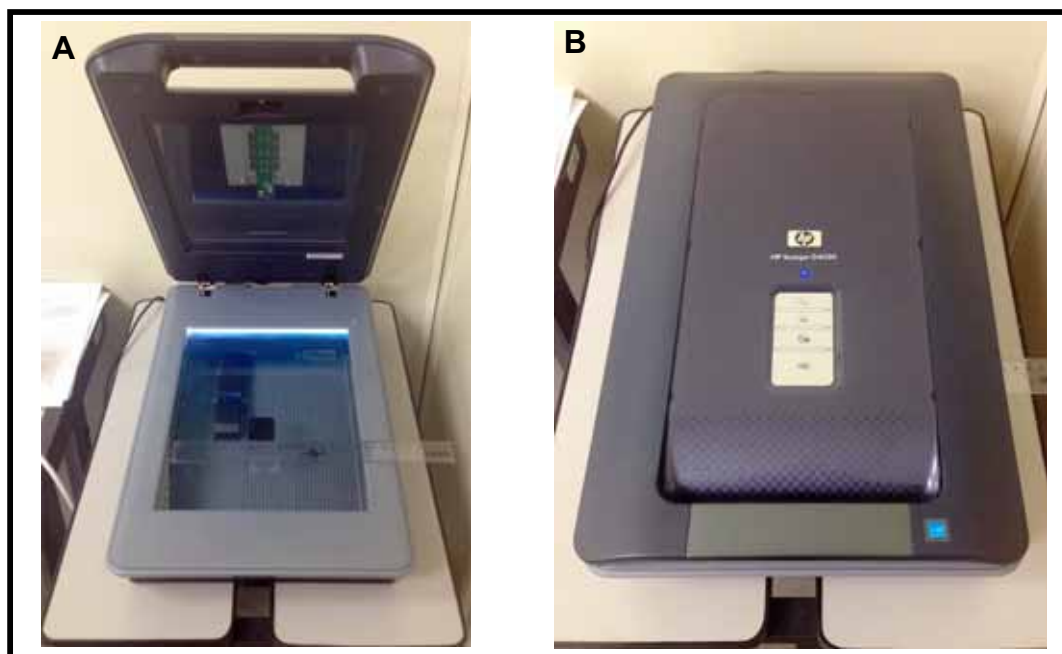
Imagem do aparelho de scanner de mesa HP Scanjet 4050 utilizado. A) radiografia periapical juntamente com régua milimetrada para padronização de calibração; B) digitalização da radiografia periapical.
